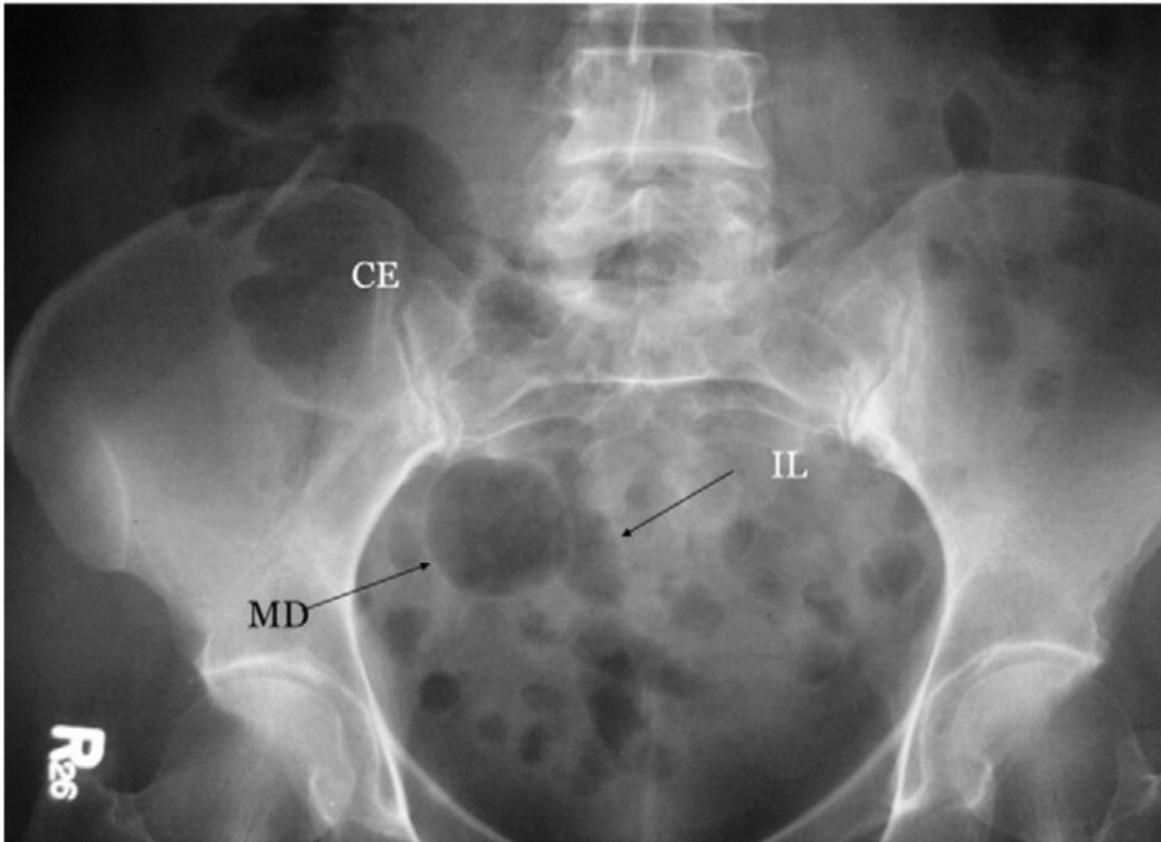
Radiografía de abdomen. Divertículo de Meckel lleno de gas (tomado de Imaging of Meckel's diverticulum in adults: pictorial essay) (54)
